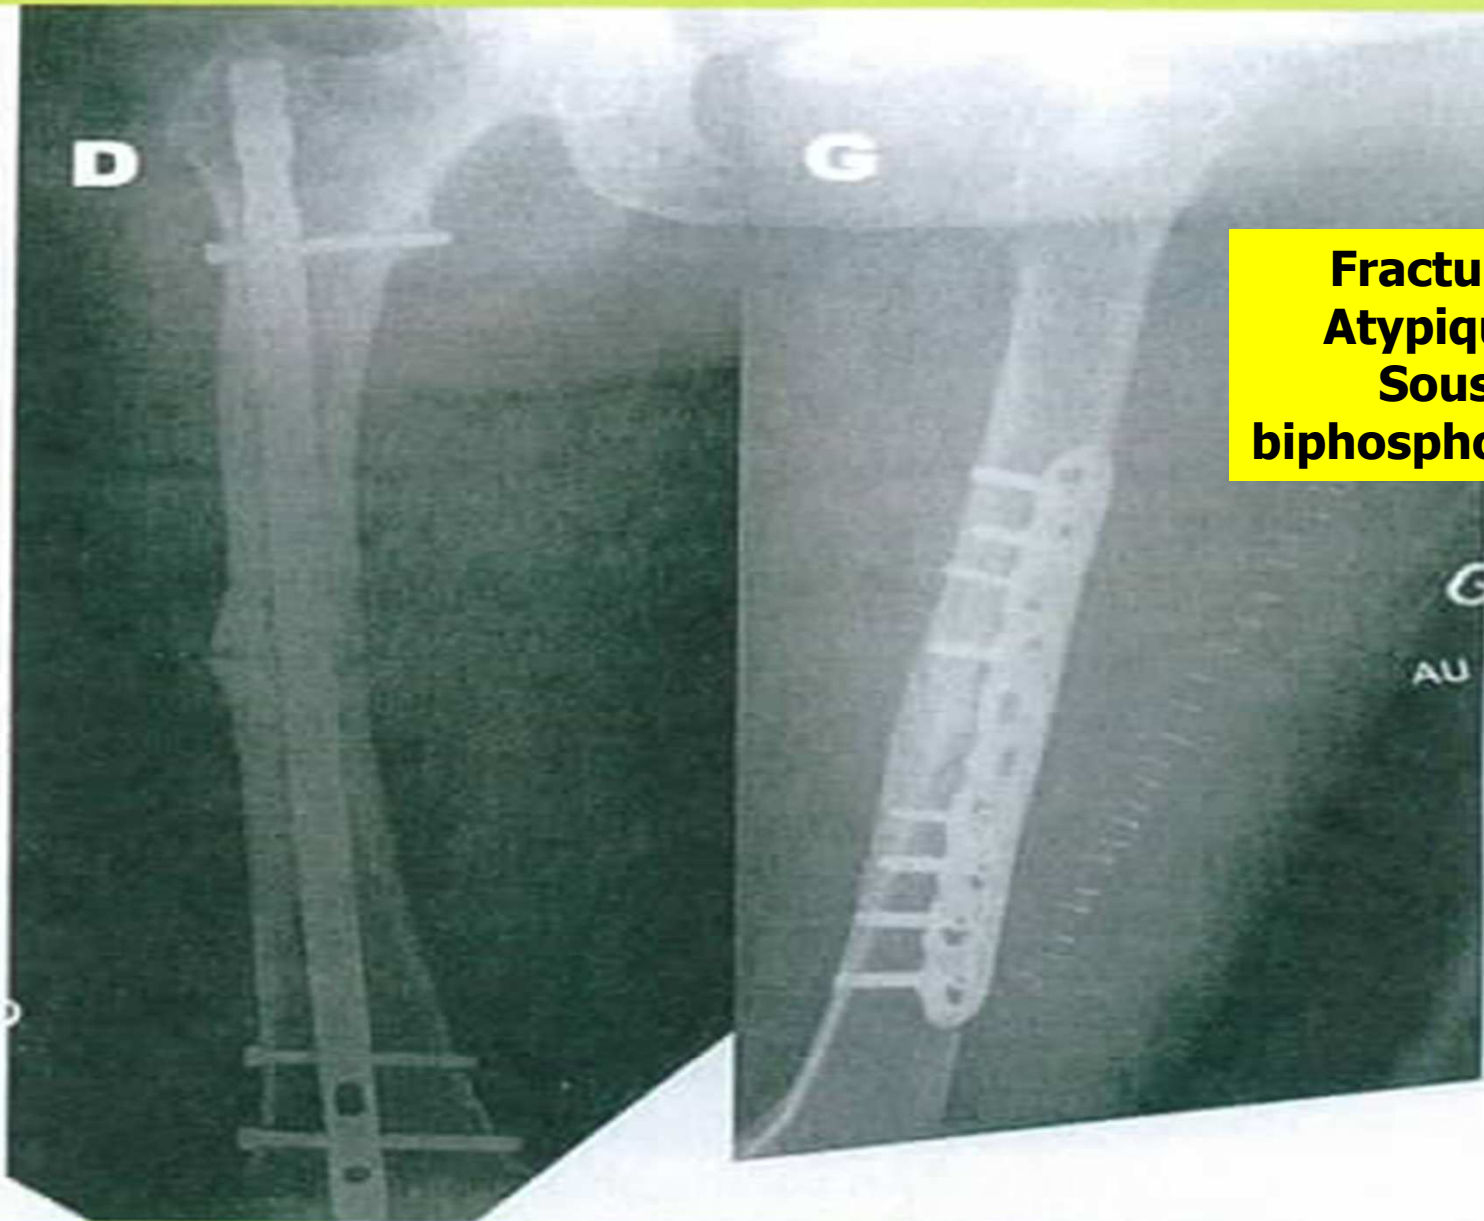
Radiographie postopératoire après enclouage centromédullaire à droite et fixation par plaque à gauche
